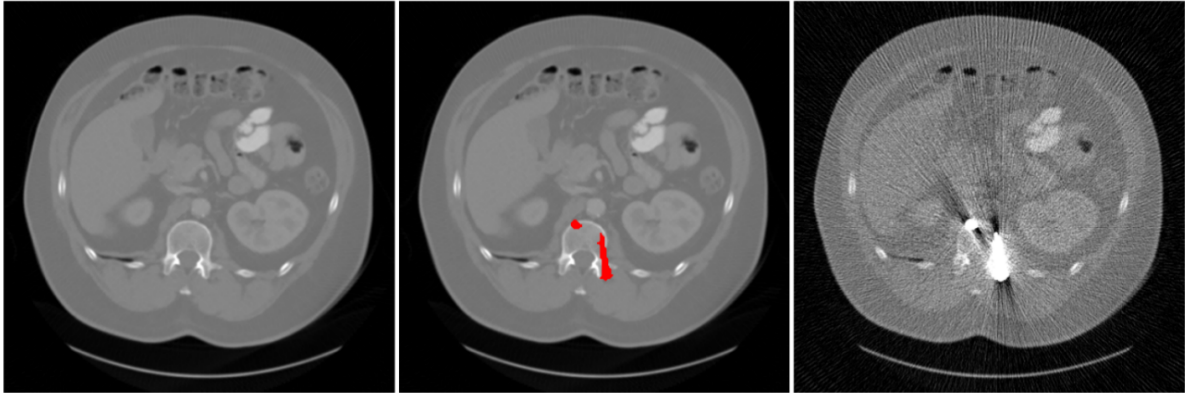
低剂量采集条件下金属植入物 CT 图像示例。左: 无金属全剂量 CT 图像。中: 全剂量 CT 图像叠加金属分割 (红色掩模) 进行模拟。右图: 金属植入物的低剂量 CT 图像 (1/4 剂量)。显示窗口为 $[-1000\ 1000]\text{HU}$ 。^[1]
